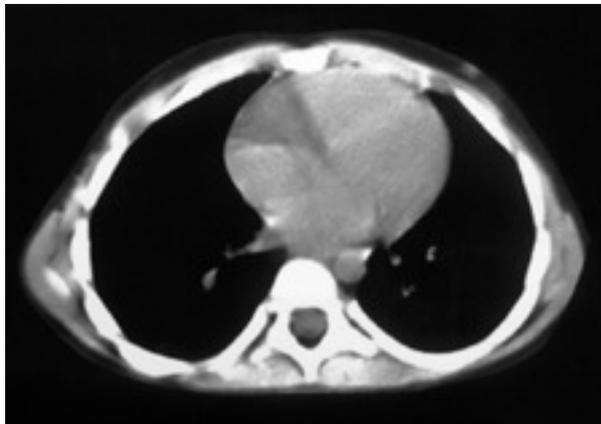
TC de control a los 6 meses del episodio: resolución completa.
